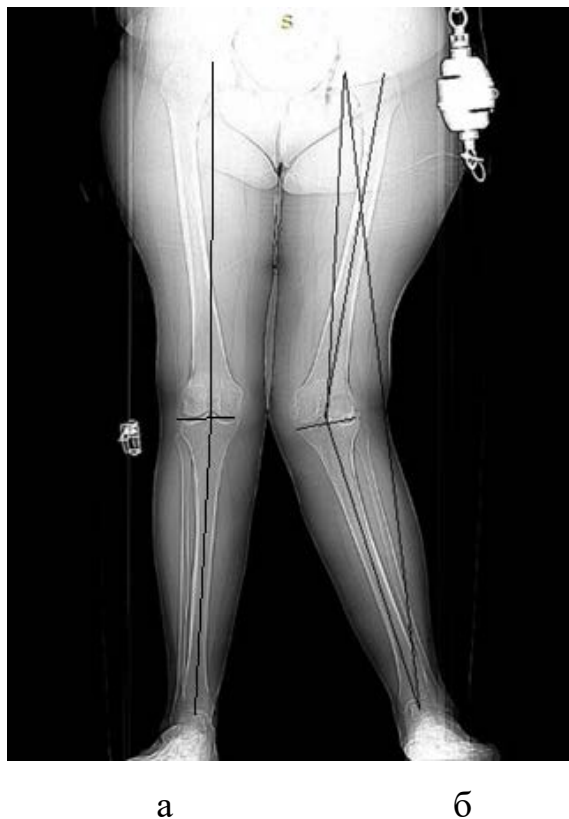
Линии механической оси и углы, определяемые на рентгенограммах (топограммах) нижних конечностей в прямой проекции в норме (а) и при гонартрозе с вальгусной деформацией (б).
